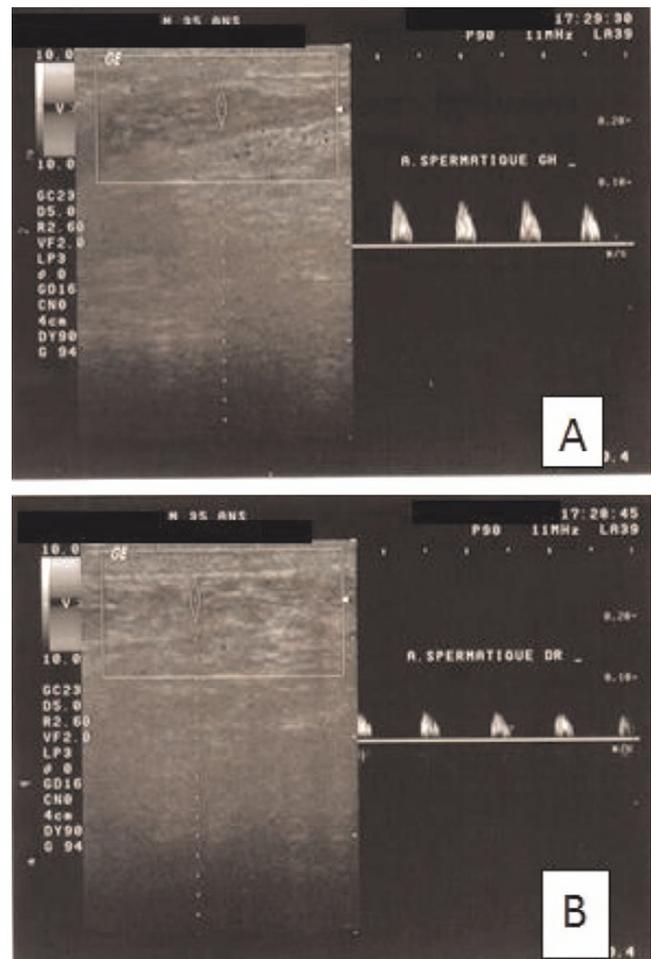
Écho-doppler du cordon spermatique. Spectre artériel enregistré dans le segment inguinal du cordon gauche (A) et droit (B), objectivant un signal de faible amplitude avec comblement de la fenêtre sombre sans composante diastolique
